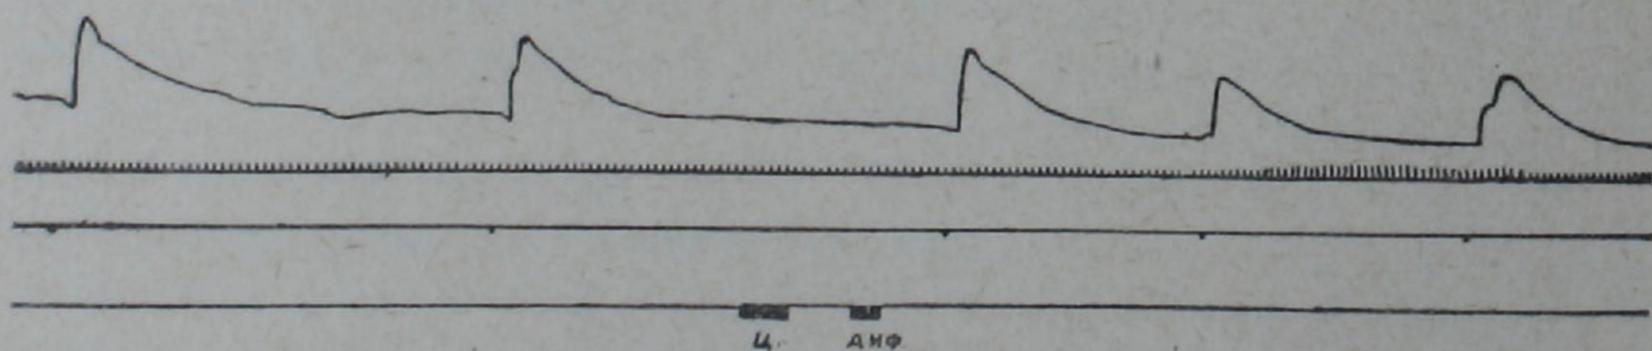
Влияние предварительного введения цистеина на ганглиолитический эффект дифацила. Сверху вниз: запись сокращения третьего века, отметка времени (3 сек.), отметка электрического раздражения преганглионарного симпатического нерва на шее, отметка введения в ток перфузии ганглия химических раздражителей.
